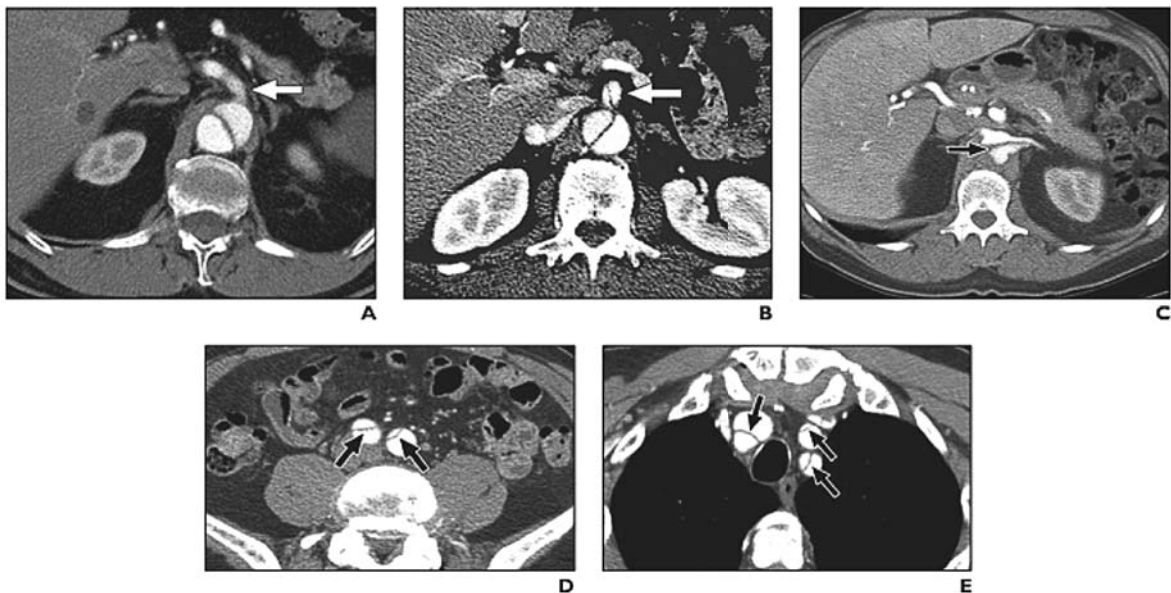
Exemple de implicarea în disecție a diferitor ramuri aortale. Angiografie prin CT. A) Originea trunchiului celiac din lumenul fals (săgeata albă). B) Disecție Stanford tip B cu extindere la trunchiul celiac (săgeata albă). C) Disecție Stanford tip B cu extindere la artera renală pe stânga (săgeata neagră). D) Disecție Stanford tip B cu extindere la arterele iliace bilaterale (săgețile negre). E) Disecție Stanford tip A cu extindere la ramurile arcului aortal (săgețile negre)
